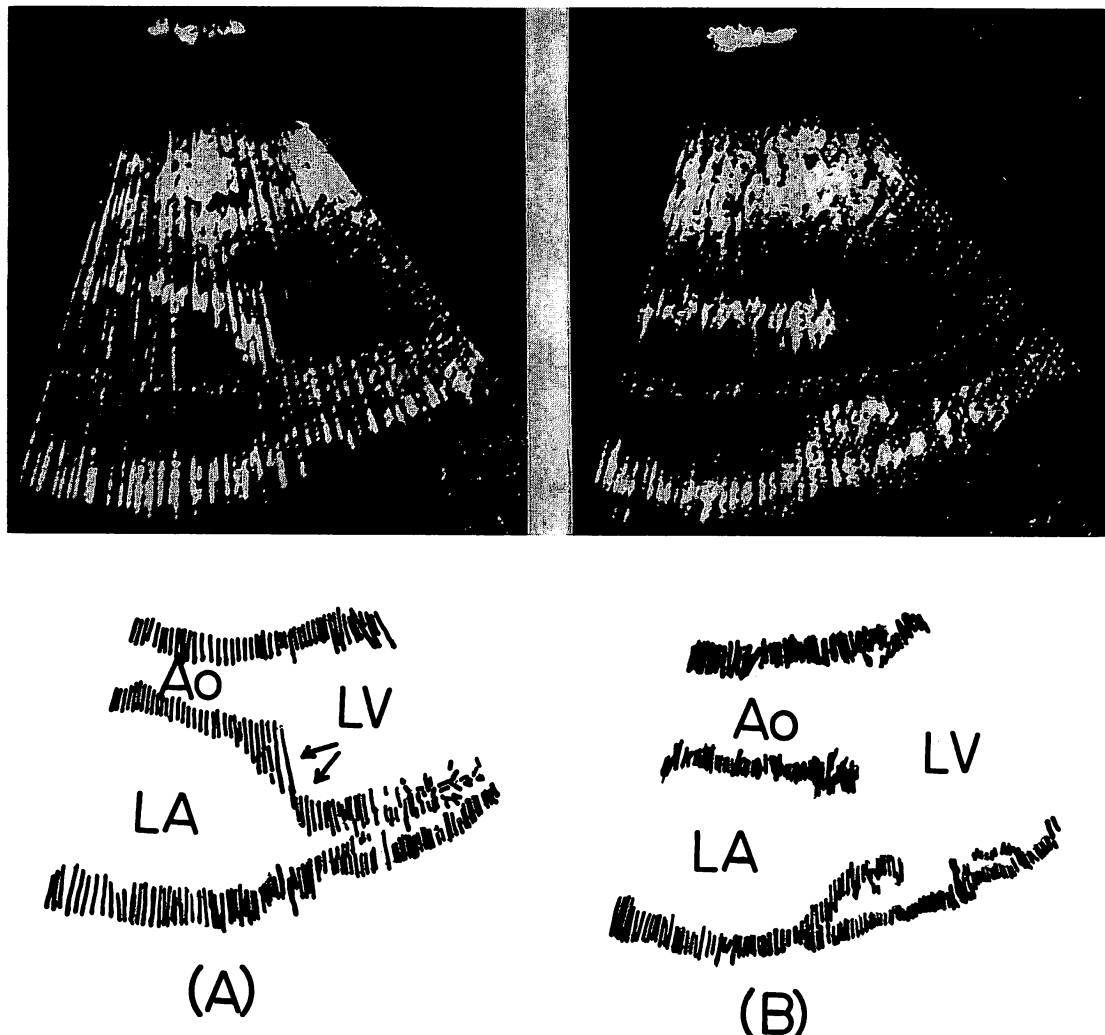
Ultrasonocardiogram showing the prolapse of anterior leaflet of the mitral valve (arrows).
